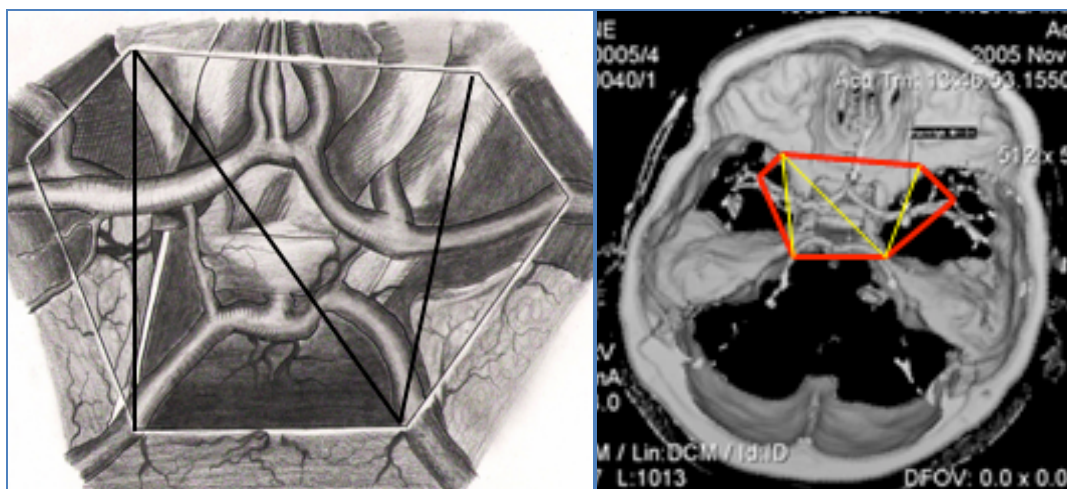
Determinarea ariei de expunere chirurgicală, după datele CT Angio(cm^2).
